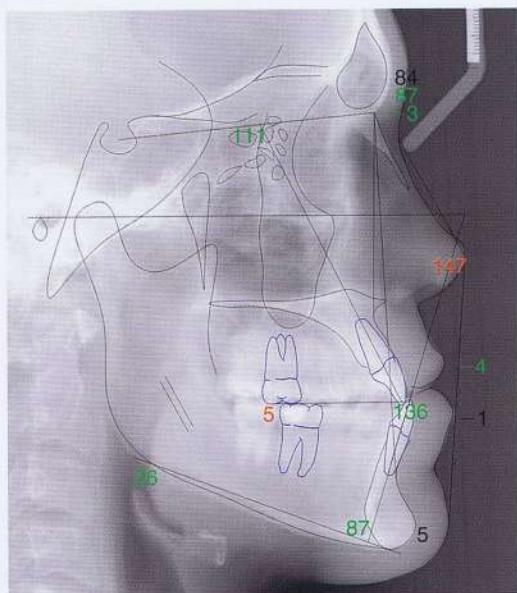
Caso 3. Radiografía cefalométrica lateral con trazado digital.
